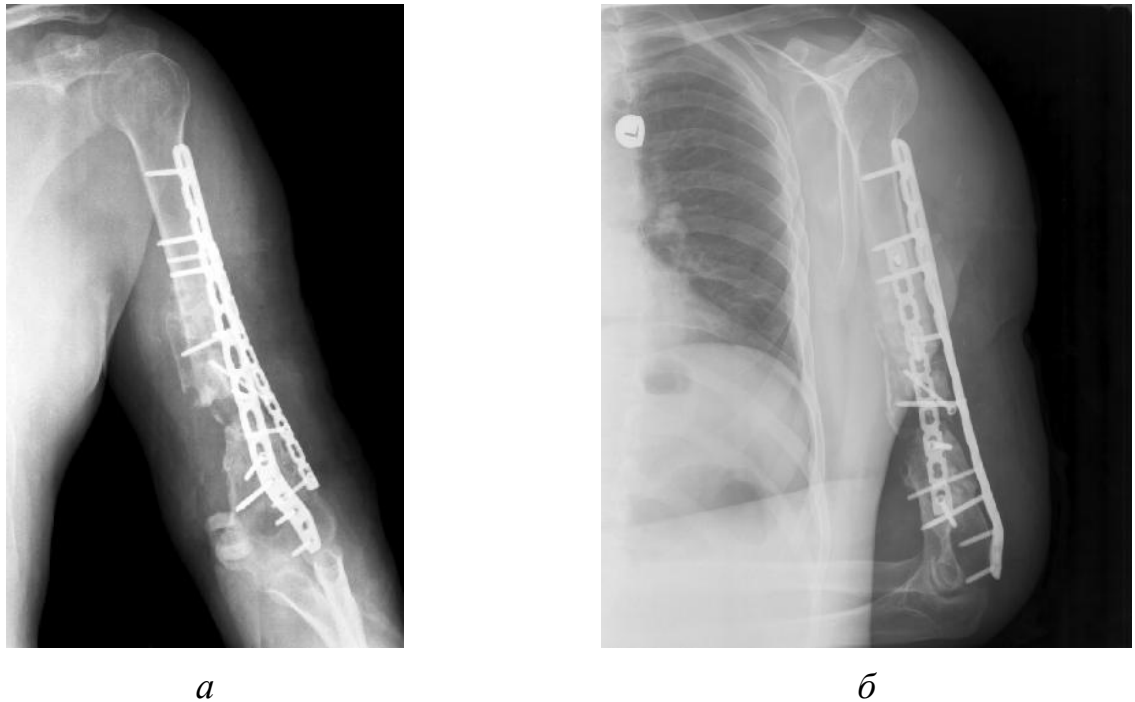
Рентгенограммы пациента К. после выполнения ревизионного вмешательства (*а, б*). Восстановлены ось, длина плечевой кости, отломки и костные трансплантаты фиксированы двумя пластинами
